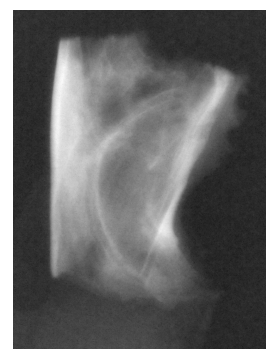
Radiografia representativa do grupo controle - 7 dias.
